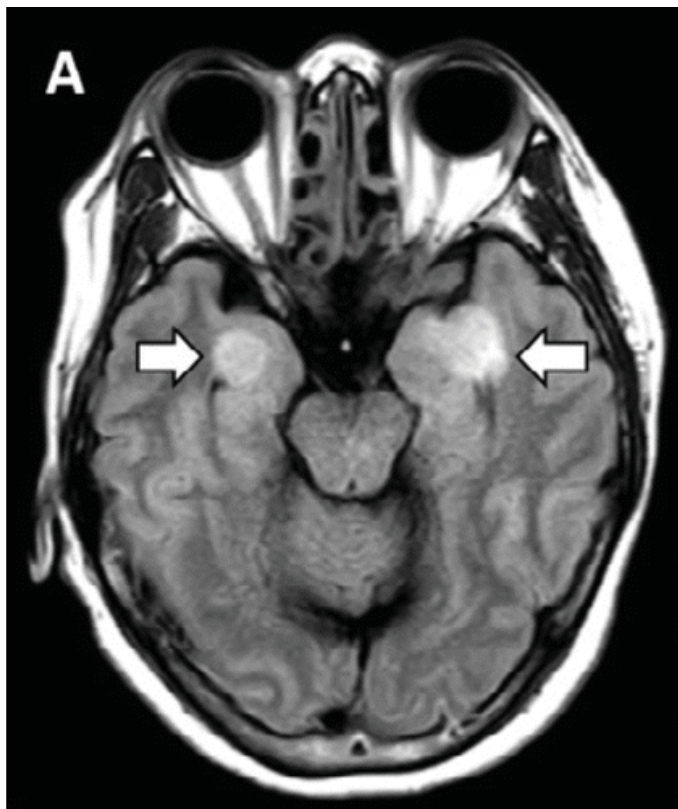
Острая некротизирующая энцефалопатия при SARS-CoV-2. Симметричные очаги в височных отделах (MPT, режим T2 FLAIR) [14].
